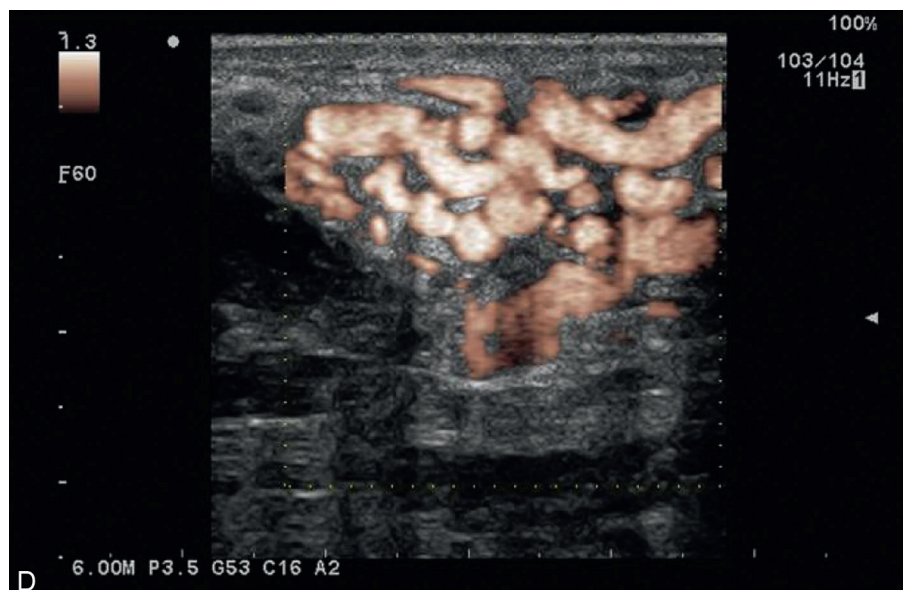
(Suite) D : Imagerie de l'architecture vasculaire de la malformation en mode Doppler large bande (e-Flow).
